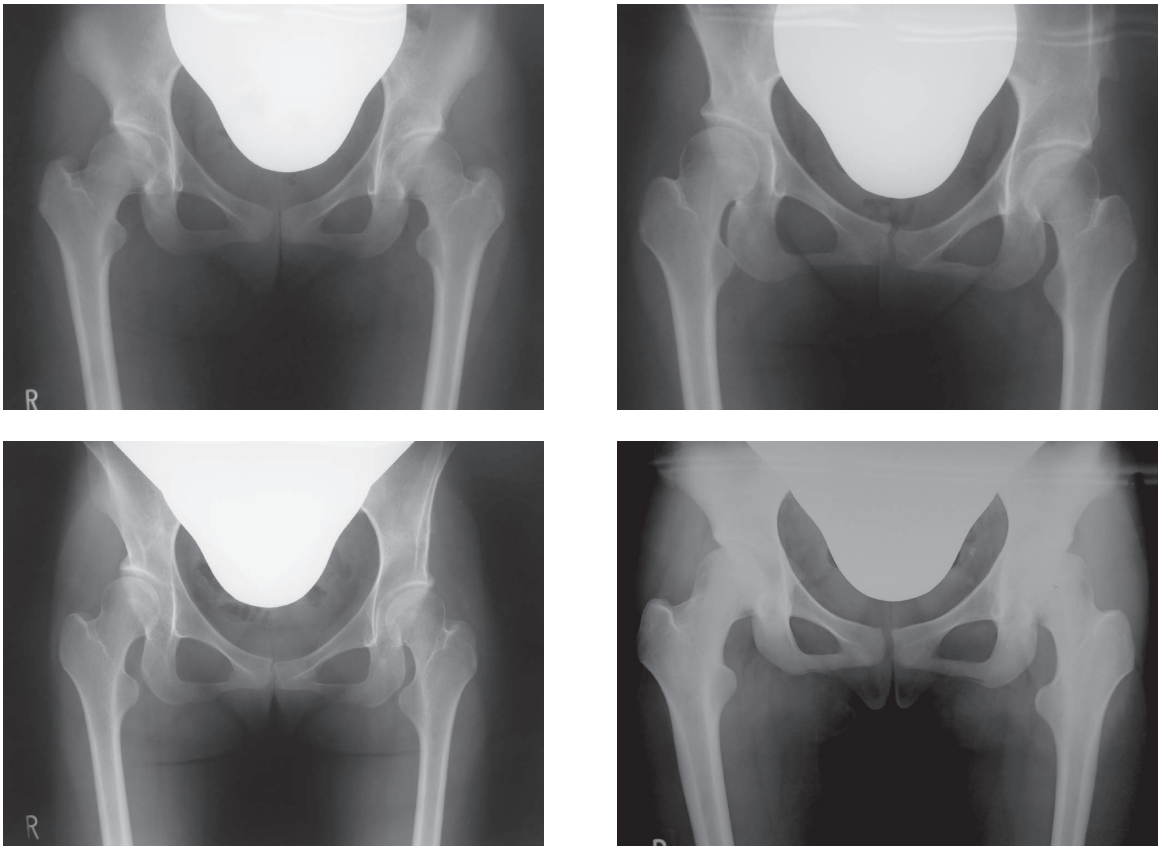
KMグループ2のANを認めた4例6股の最終経過観察時単純X線像
